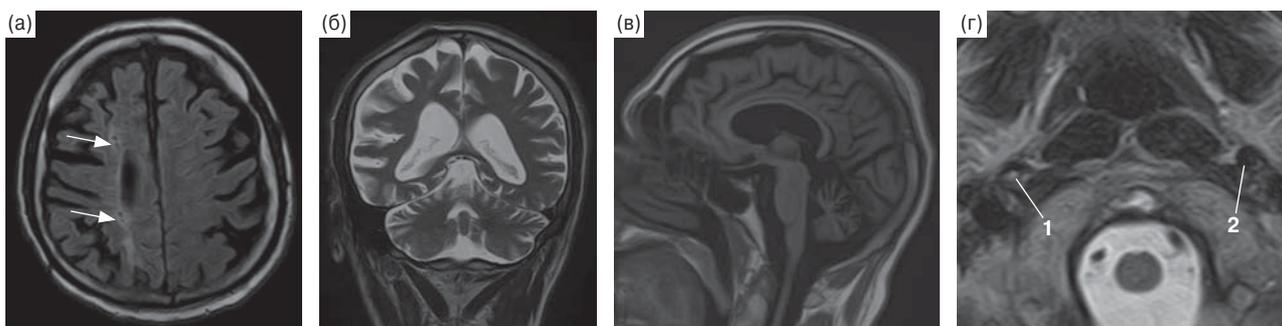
МРТ головного мозга больного П. от 29.03.2017 г. а – FLAIR, аксиальная проекция. В глубоком белом веществе правого полушария большого мозга визуализируются очаги пониженной интенсивности МР-сигнала, окруженные зонами повышенной интенсивности, – инфаркты в глубокой зоне смежного кровоснабжения (симптом “нити бус”) (стрелки). б – Т2-ВИ (Т2-взвешенное изображение), коронарная проекция. Расширение субарахноидального пространства обоих полушарий большого мозга, полушарий мозжечка, боковых желудочков мозга. в – Т1-ВИ, сагиттальная проекция. Расширение субарахноидального пространства червя мозжечка, полушарий большого мозга, четверохолмной и большой цистерн мозга, уплотнение ствола мозга в передне-заднем направлении. г – Т2-ВИ, аксиальная проекция. В проекции правой ВСА экстракраниально выявляется зона неоднородно повышенной интенсивности МР-сигнала – окклюзия правой ВСА (1). Левая ВСА не изменена (2).
